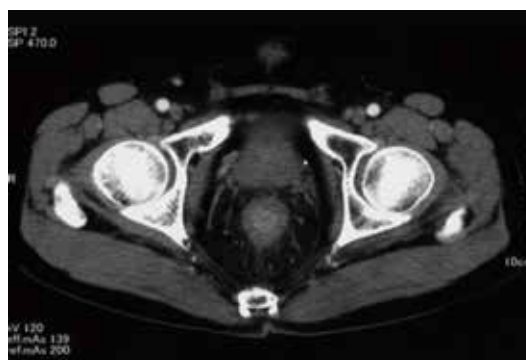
CT所見：直腸の壁肥厚、周囲脂肪織の炎症性変化
